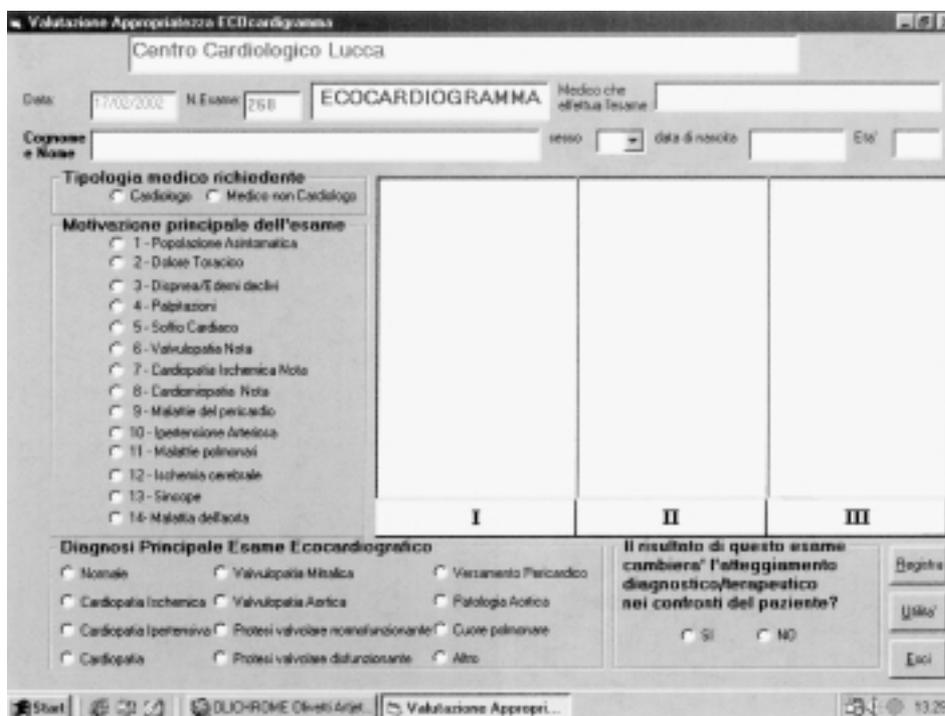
Copia di una scheda video di valutazione utilizzata nello studio, nel sottogruppo riguardante l'ecocardiogramma. Le motivazioni della richiesta corrispondevano ai capoversi delle linee guida della Federazione Italiana di Cardiologia. La selezione di una motivazione evidenziava automaticamente il testo corrispondente delle linee guida nei tre box di classe di appropriatezza. Nel box "diagnosi" il medico era obbligato a scegliere la diagnosi clinicamente più rilevante.
